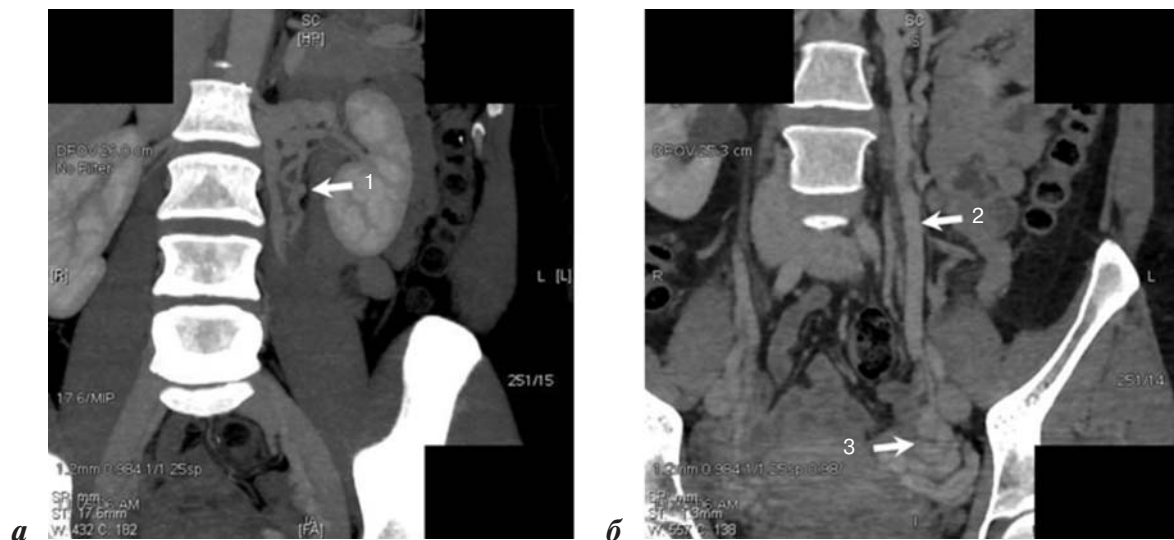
Компьютерные томограммы (а, б) больной К.:
